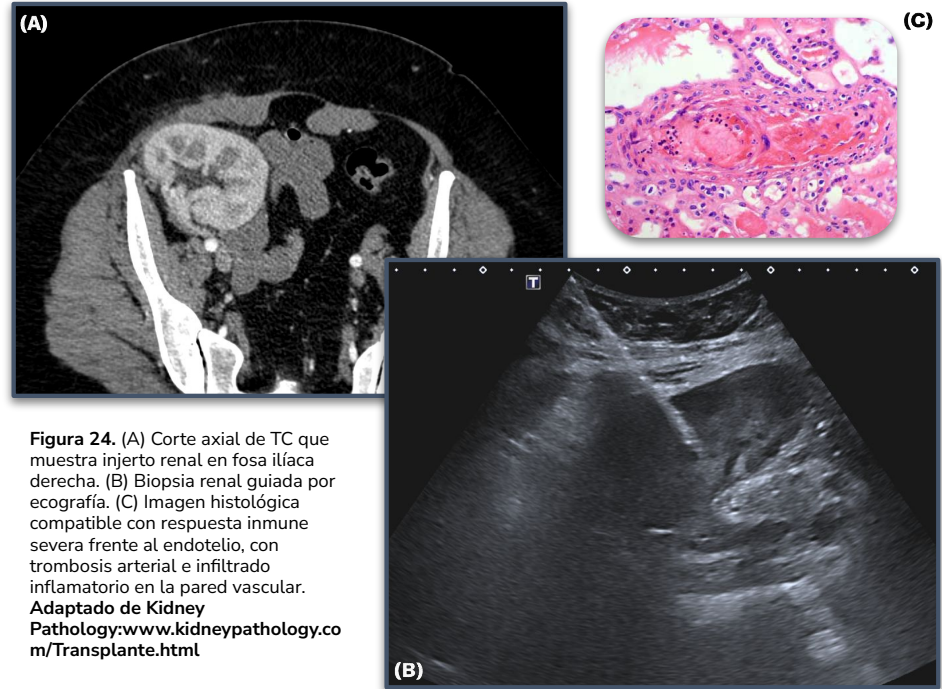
(A) Corte axial de TC que muestra injerto renal en fosa iliaca derecha. (B) Biopsia renal guiada por ecografía. (C) Imagen histológica compatible con respuesta inmune severa frente al endotelio, con trombosis arterial e infiltrado inflamatorio en la pared vascular.
